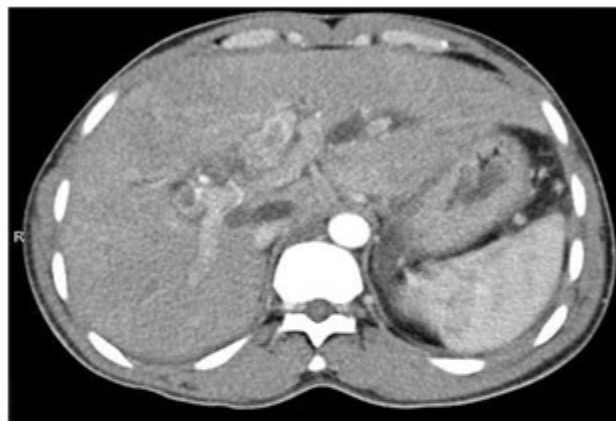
Tomografía axial y con contraste en la fase arterial, muestra hiperdensidad (densidad de calcio) en la vía biliar dilatada por presencia de litiasis en las vías biliares.
